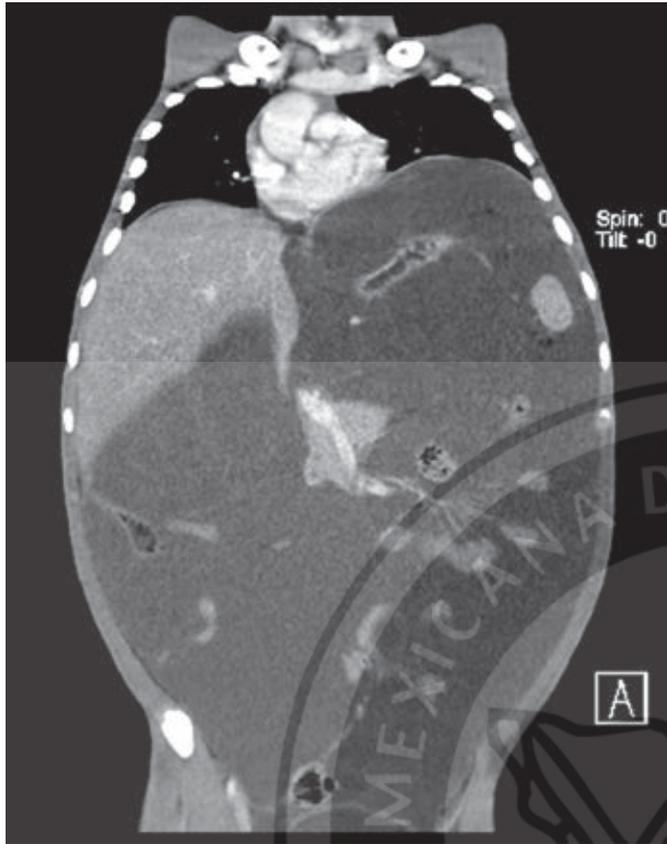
Tomografía computada con medio de contraste intravenoso, corte coronal. Se observa perímetro abdominal incrementado con desplazamiento del diafragma y colapso de las asas intestinales.
